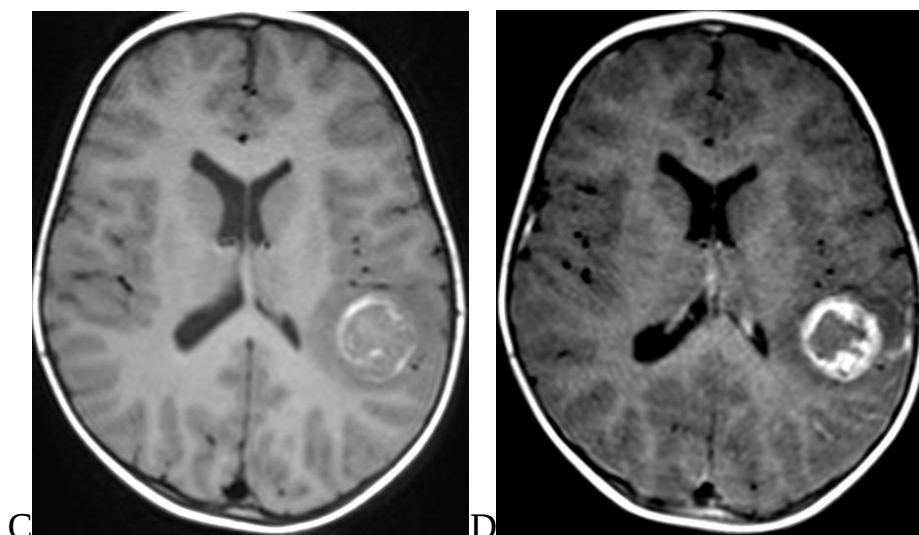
МРТ изображения головного мозга на аксиальных T2 (A) и SWI (B) - различной интенсивности очаг с геморрагическим компонентом и перифокальным отеком, T1 (C) и T1 с контрастным усилением (D) - демонстрируют умеренное накопление контраста
